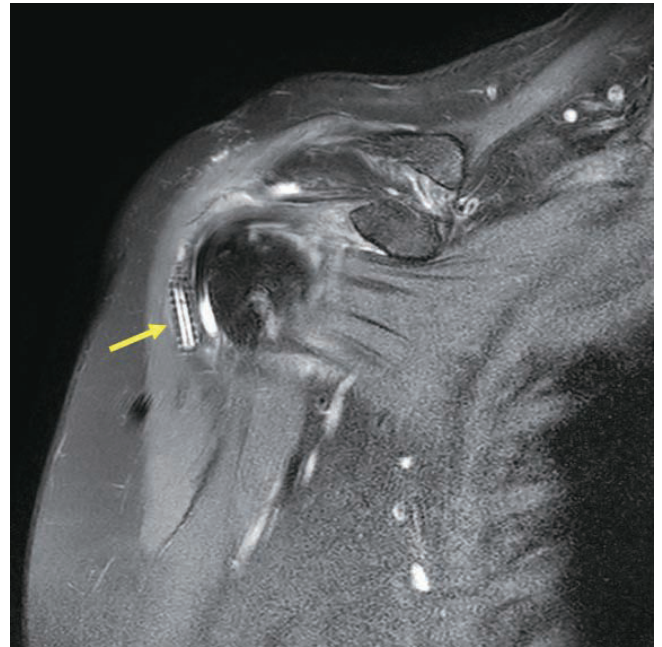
Oblique coronal fat-saturated T2-weighted image (TR/TE = 3000/80) shows dislodged surgical anchor (arrow) in the joint space of a 65-year-old female 2 months after arthroscopic tendon repair, with reported pain. TE = time to echo, TR = time to repetition
